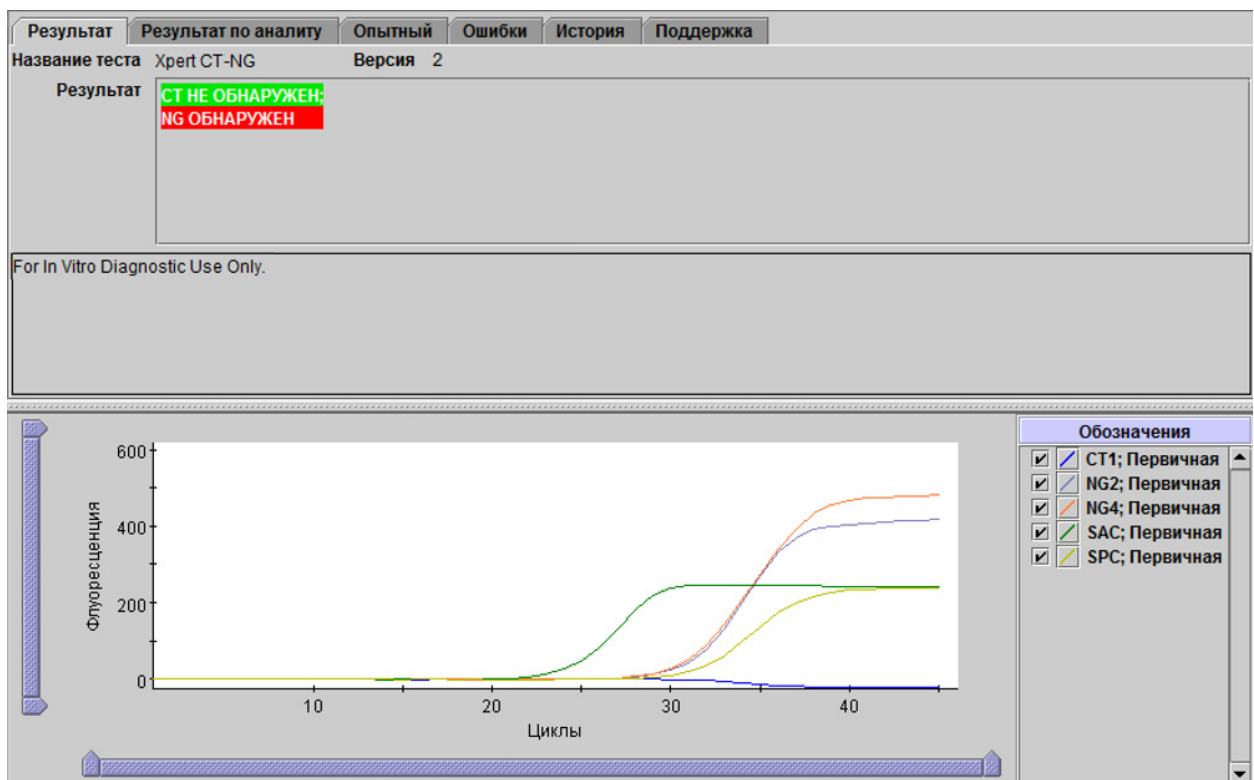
Xpert CT\_NG — СТ не виявлений і NG виявлений
